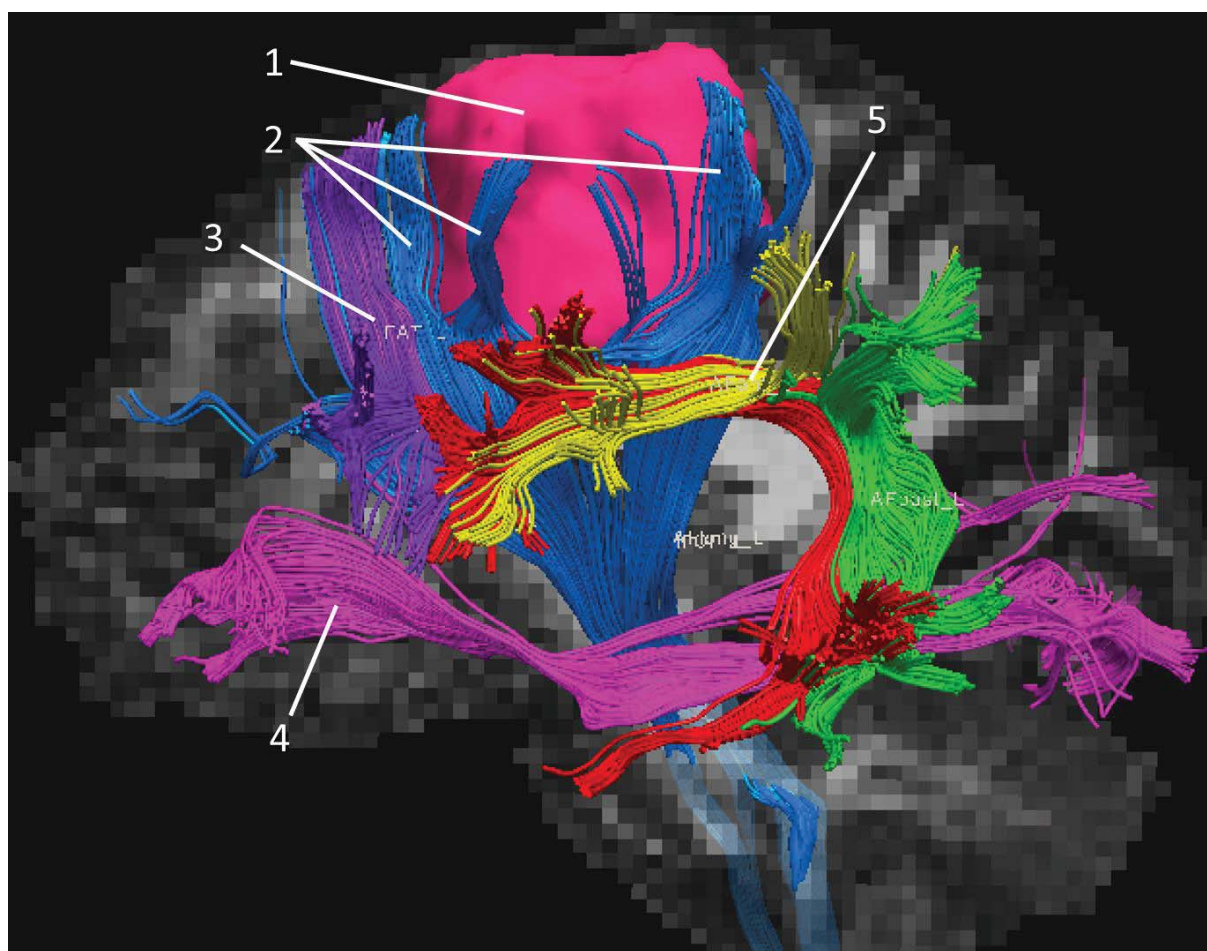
Трехмерная реконструкция проводящих путей белого вещества, построенных на основании данных ДТИ и модели опухоли, созданной на основании структурной МРТ головного мозга пациентки с диффузной астроцитомой (grade 2) левой лобной доли: 1 – модель опухоли, прорастающей ПрЦИ и КСТ; 2 – КСТ расщеплен опухолью, восстанавливается по ее периферии; 3 – верхний лобный кривой пучок; 4 – нижний лобно-затылочный пучок; 5 – дугообразный пучок
